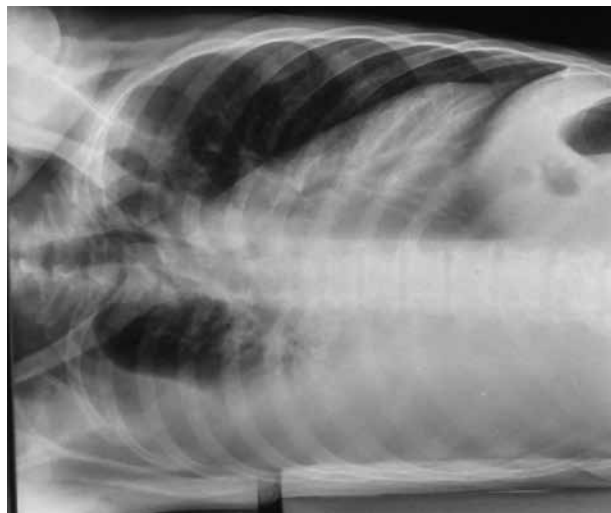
Radiografia de tórax incidência de Laue (derrame pleural livre à direita).
